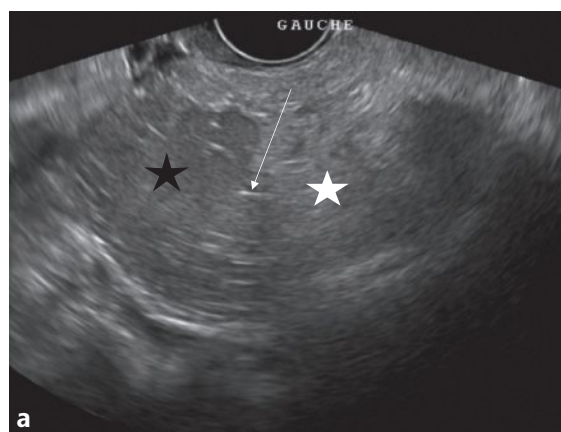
a–c Masse ovarienne d'allure solide de 96 × 85 × 56 mm, hétérogène, avec composante hypoéchogène à renforcement postérieur (étoile noire en a) et composante hyperéchogène atténuante (étoile blanche en a), avasculaire en Doppler couleur (b, c). Traits fortement hyperéchogènes disséminés au sein de la masse (flèches en a, b et c).
